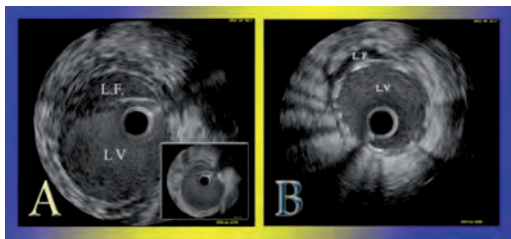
(2.A) imagen de ecografía intracoronaria (IVUS) en la que se objetiva el desgarro intimal separando la luz verdadera (LV) y la falsa luz (LF). (2.B) IVUS de comprobación post implante de stent en la que se observa sellado de la falsa luz.
